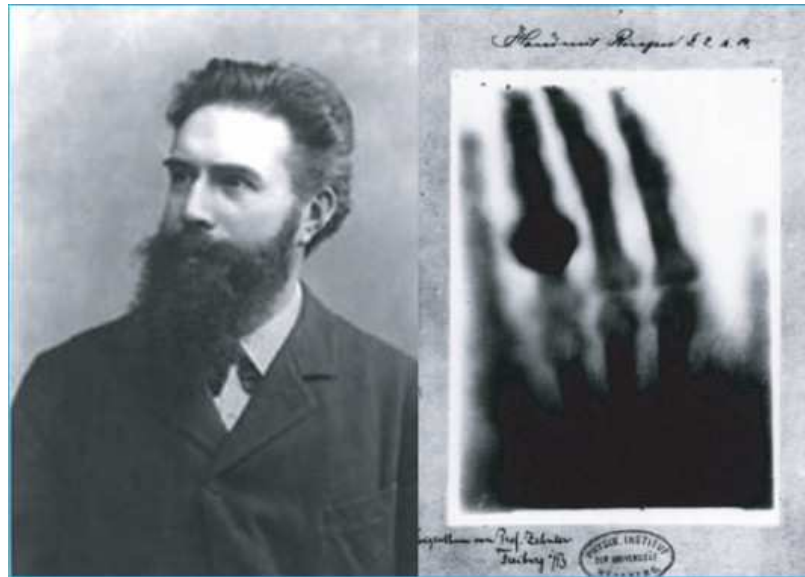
Découverte des rayons X par Roentgen, photographie de la main de son épouse à droite (4).
